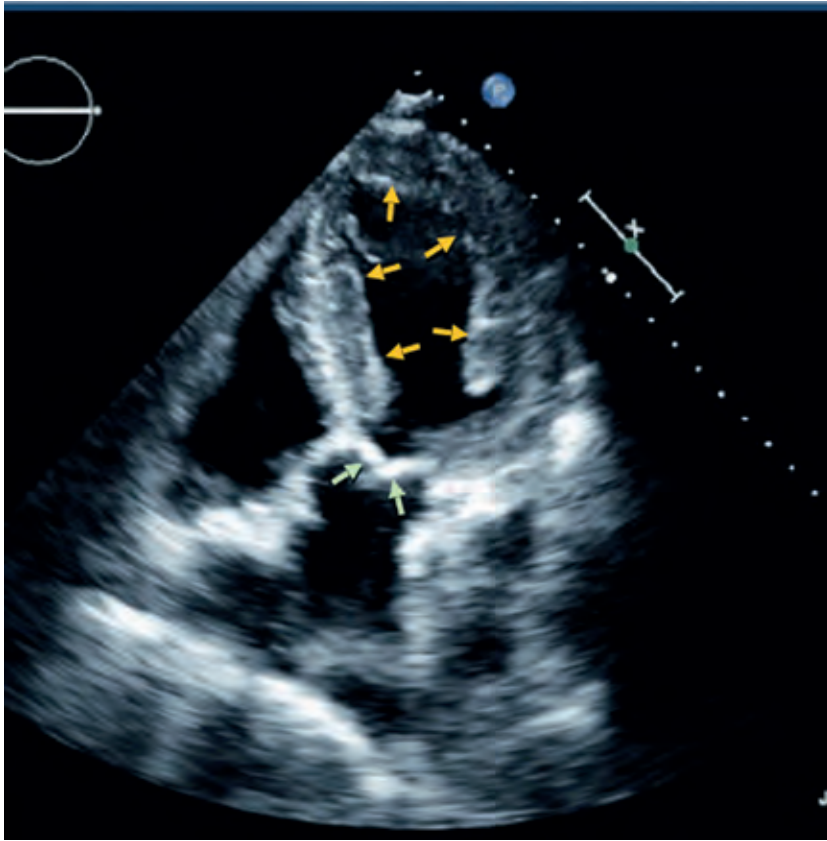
Zweidimensionale Echokardiographie in der Diastole (wenn die Herzkammer entspannt ist). Bei einem 85-jährigen Patienten mit kardialer ATTR-Amyloidose. Die gelben Pfeile zeigen auf den rundum verdickten Muskel der linken Herzkammer. Die Aortenklappe (hellgrüne Pfeile) ist verdickt, öffnet aber in der Systole (Kammeranspannung) gut. Die Dopplermessungen zeigen eine Füllungsbehinderung der linken Herzkammer als Hinweis auf eine bedeutsame Funktionsstörung.
